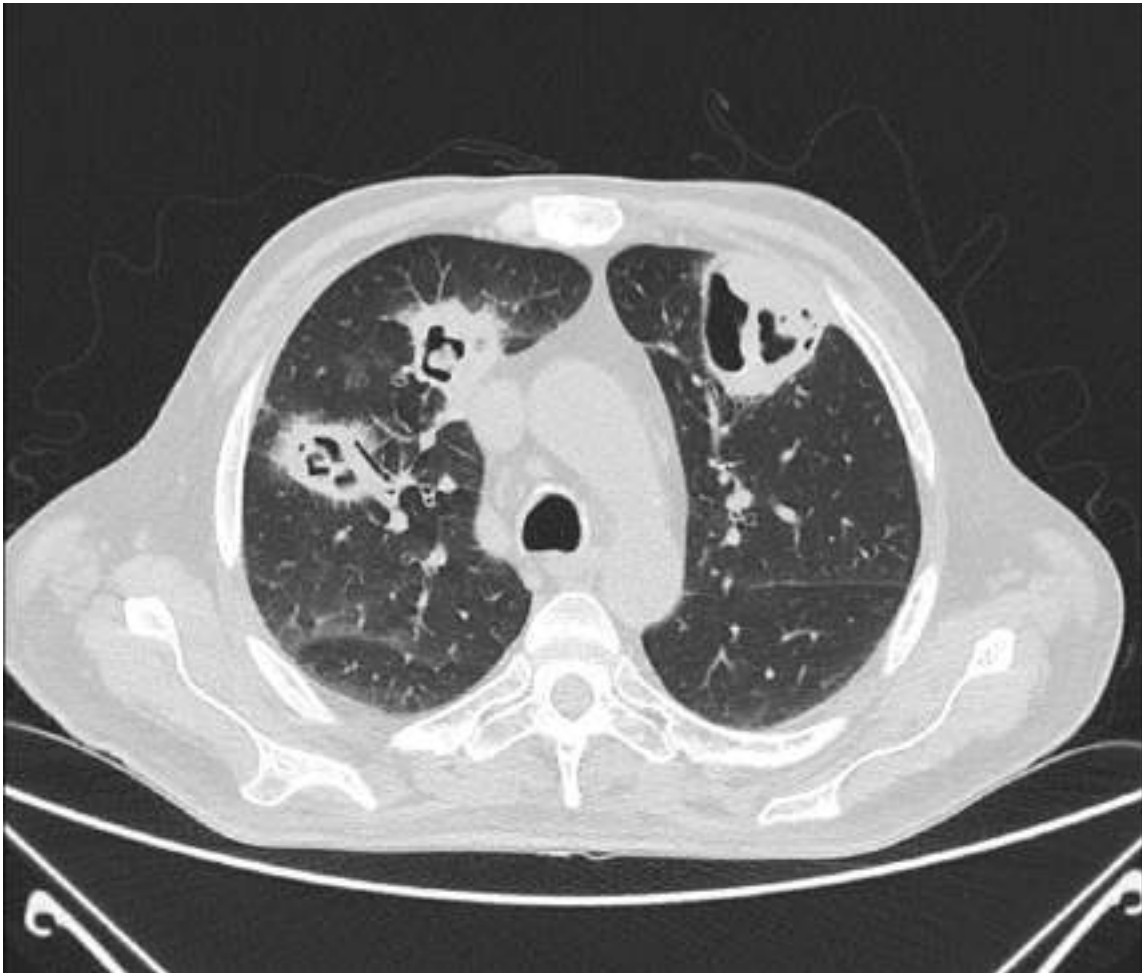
Tomografía computarizada torácica en corte axial correspondiente al mismo paciente de la imagen 12 donde se aprecian 2 cavidades en lóbulo superior derecho y otra en lóbulo superior izquierdo con áreas de necrosis perilesional y aspergiloma en su interior.
